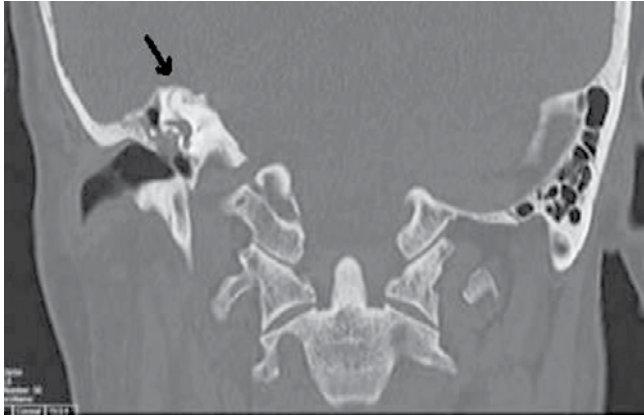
The temporal bone high resolution computed tomography section of the case. Black arrow: Right superior semicircular canal dehiscence.
